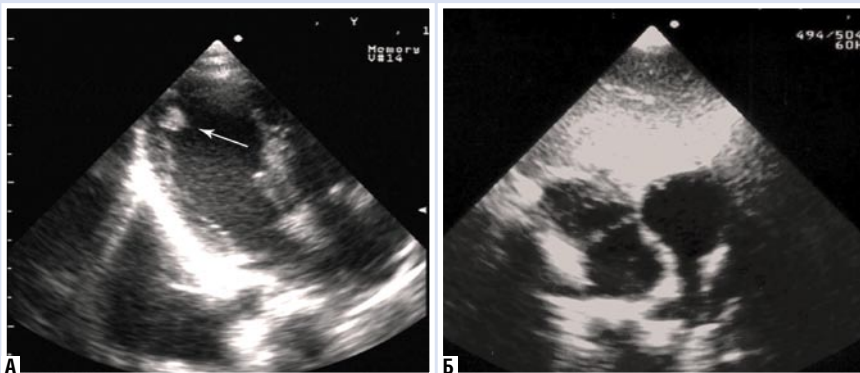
Эхокардиограммы пациентки Д. через 5 лет 3 мес. после операции. А — сохраняется объемное образование 9х10 мм в области верхушки левого желудочка (отмечено стрелкой); Б — объемных образований в правом предсердии нет
